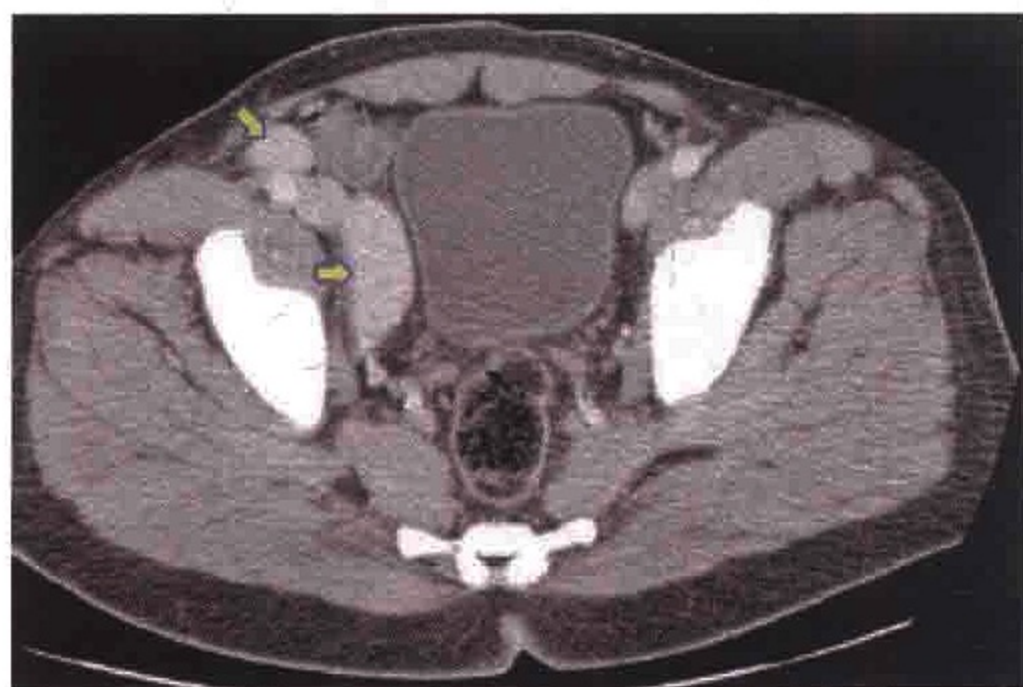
Castleman（巨淋巴结增生症）。横轴位 CT 图像示右侧闭孔区及右侧髂外淋巴结肿大（箭），明显强化，强化程度接近于邻近的髂外血管
